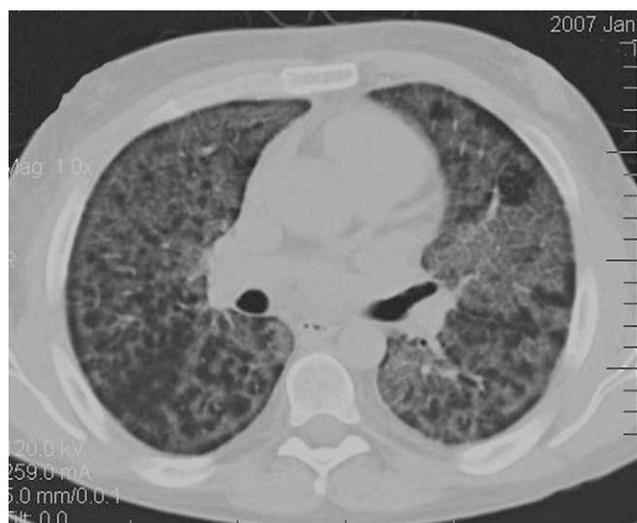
La imagen de la tomografía computarizada de alta resolución muestra atenuación en vidrio deslustrado local, con superposición de engrosamiento septal intra e interlobular (denominado patrón en empedrado).
